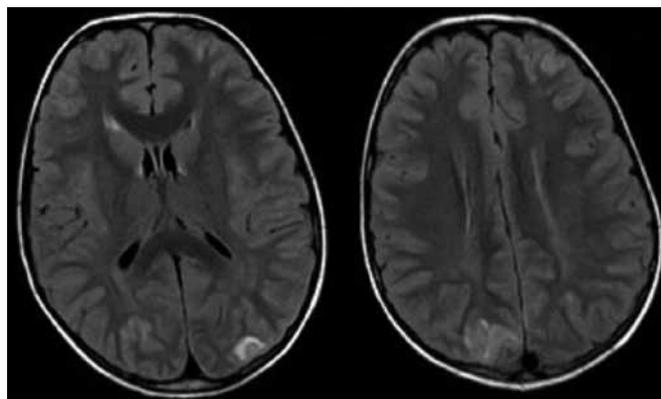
Segundo caso na admissão; ressonância magnética nuclear crânio encefálica, plano axial, T2 FLAIR. Alteração multifocal do sinal supratentorial bilateral assimétrico de predomínio esquerdo. As áreas de sinal anómalo têm localização occipital e parietal posterior bilateral, com maior expressão esquerda.
